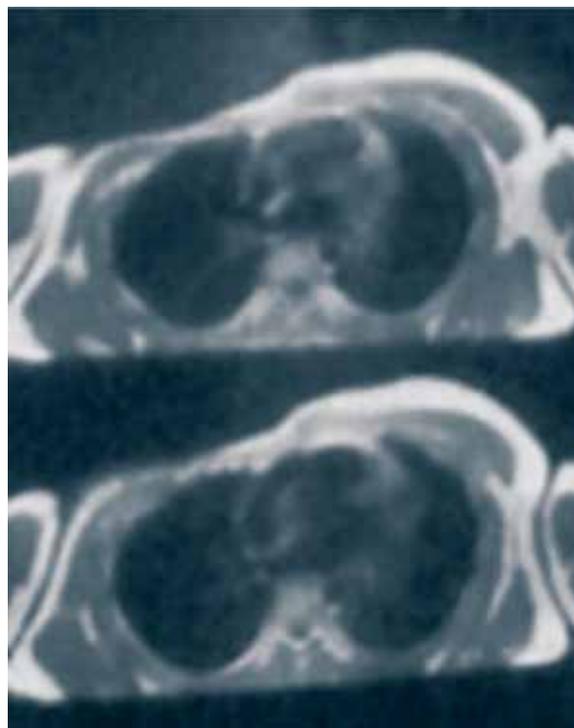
Resonancia magnética nuclear corte axial (12 meses posoperatorio).
